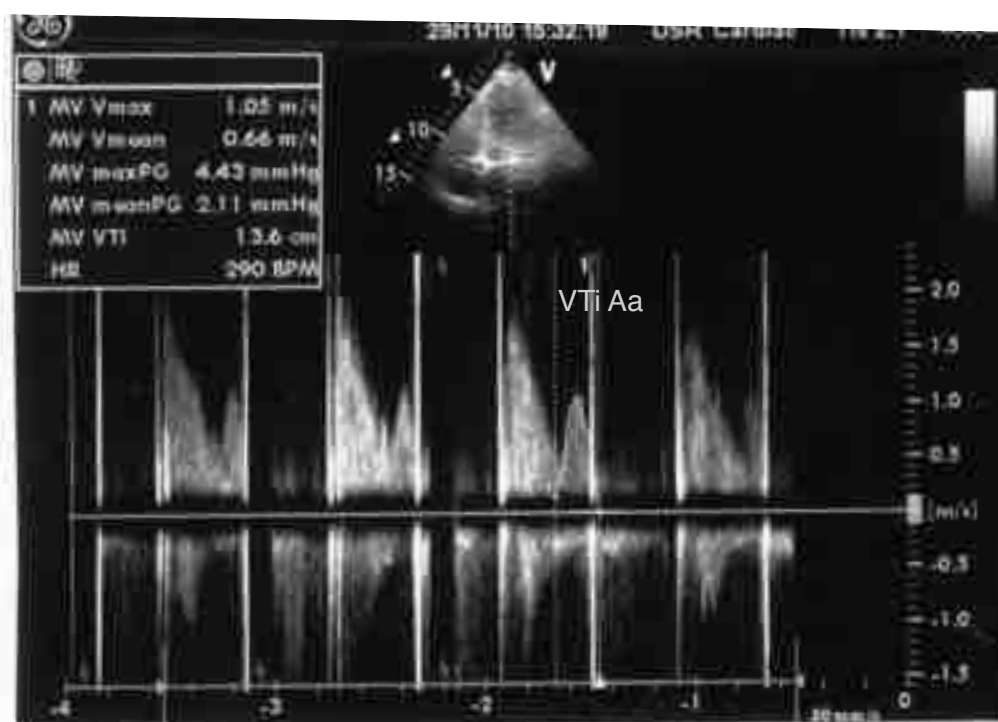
Интеграл Aa по данным ЭКГ-синхронизированной эхокардиографии
